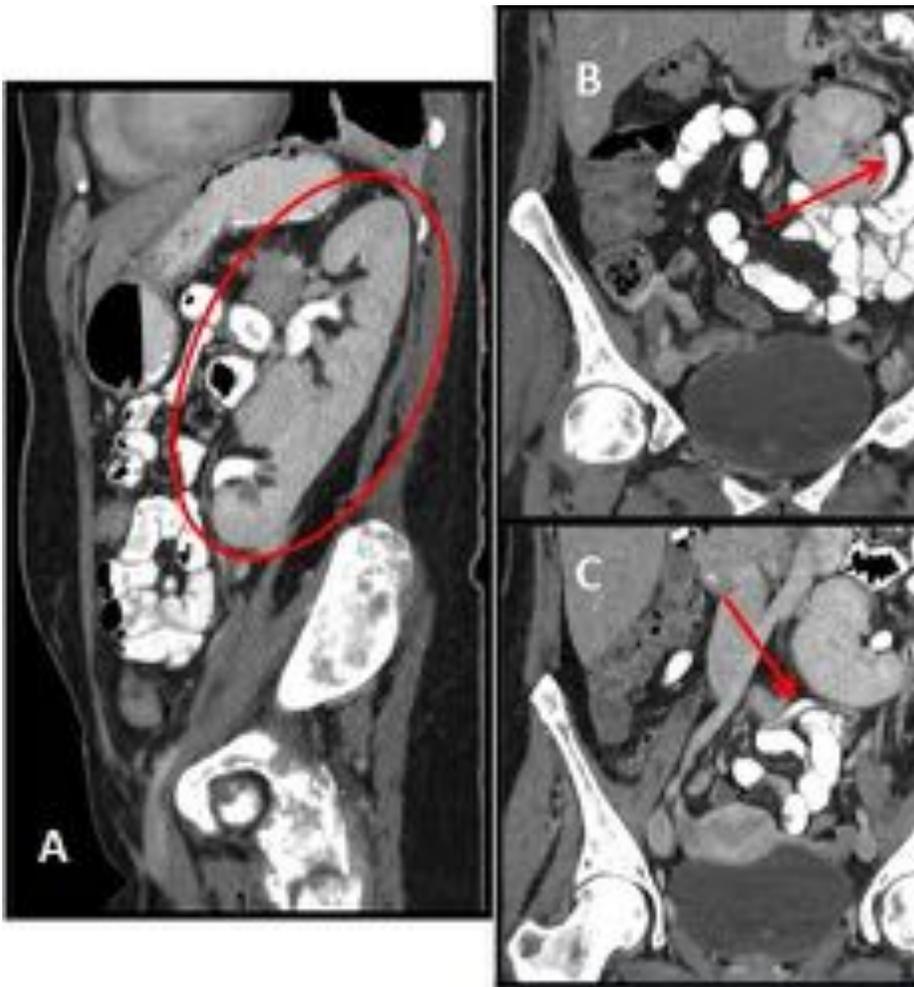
TC de abdomen con contraste oral e intravenoso que muestra una ectopia renal cruzada del riñón derecho con fusión y malrotación. El riñón derecho se localiza en el lado izquierdo, fusionado con el riñón de ese lado y con su pelvis malrotada en sentido anterior. A) Reconstrucción sagital, riñones derecho e izquierdo fusionados. B) Corte coronal, uréter derecho saliendo de pelvis renal. C) Corte coronal, uréter derecho cruzando línea media.
